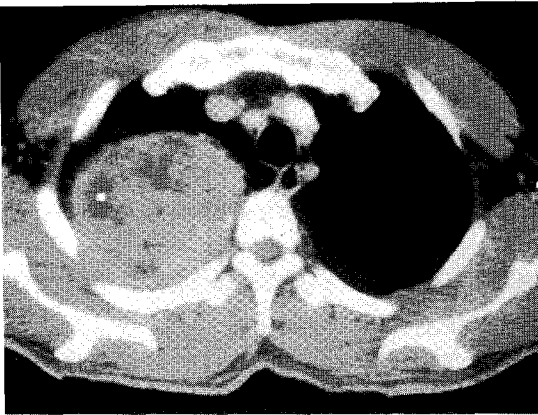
Chest CT scan: On admission. Relatively well defined, ovoid shaped and child head sized soft mass occupying posterior aspect of the RUL. Considerable compressive atelectasis involving Rt. upper lobe bronchus are noted.
